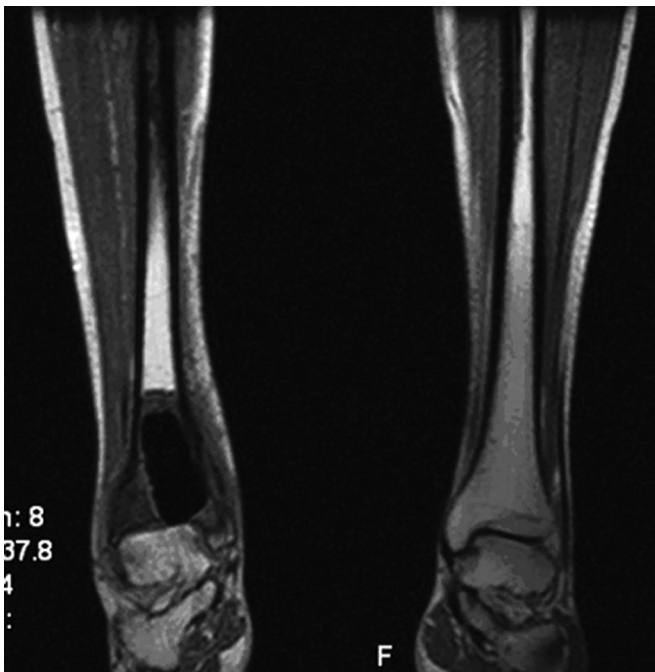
Данные МРТ: зоны поражения дистального отдела правой большеберцовой кости.
